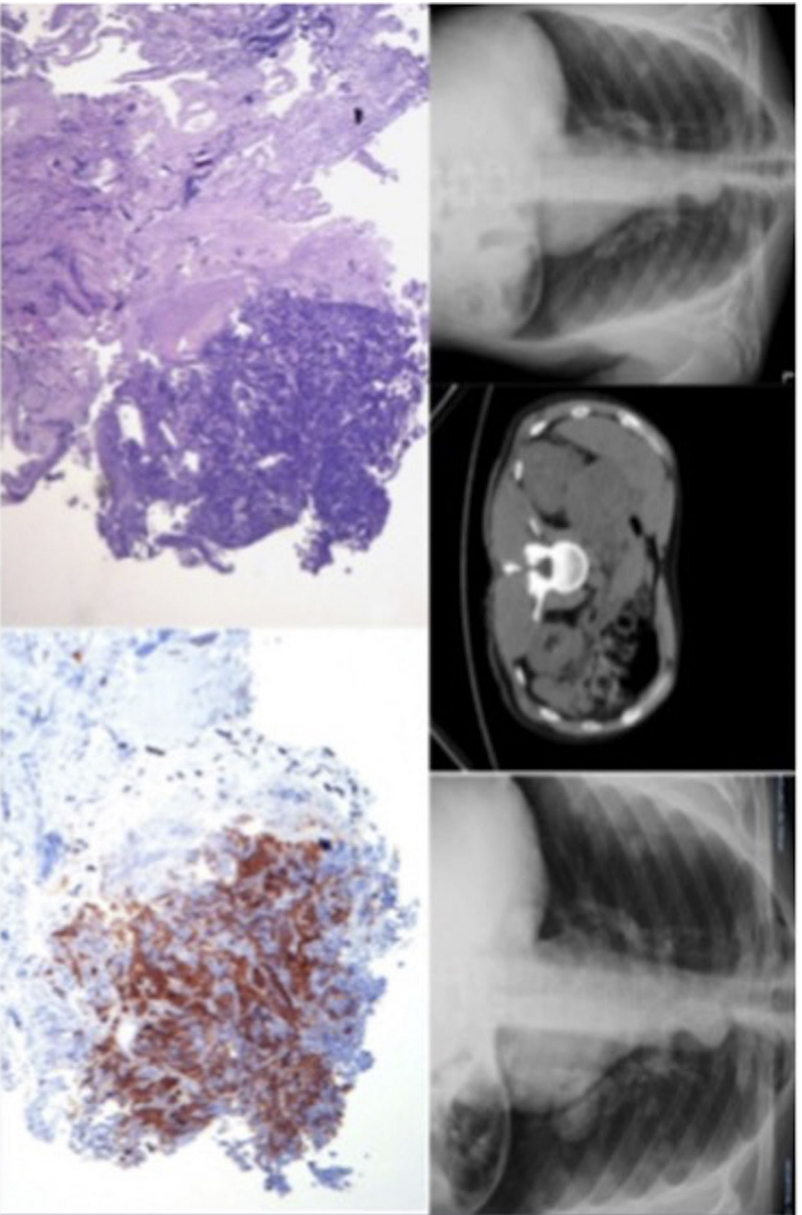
En la parte superior izquierda se encuentra la radiografía de tórax del paciente; en el centro aparece una imagen de la TAC en la que se aprecia la masa suprarrenal y a la derecha una radiografía de tórax en la que se observa la rápida progresión de la lesión pulmonar.
